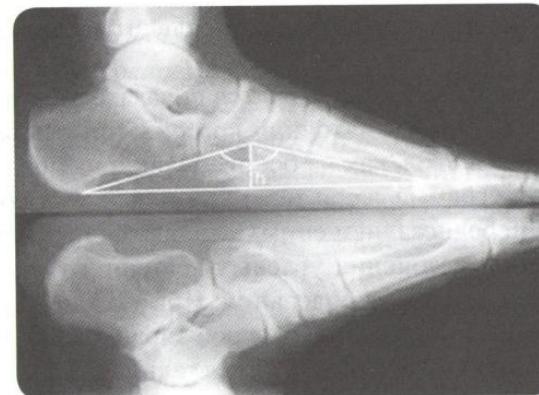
Рентгенограмма здоровой стопы
